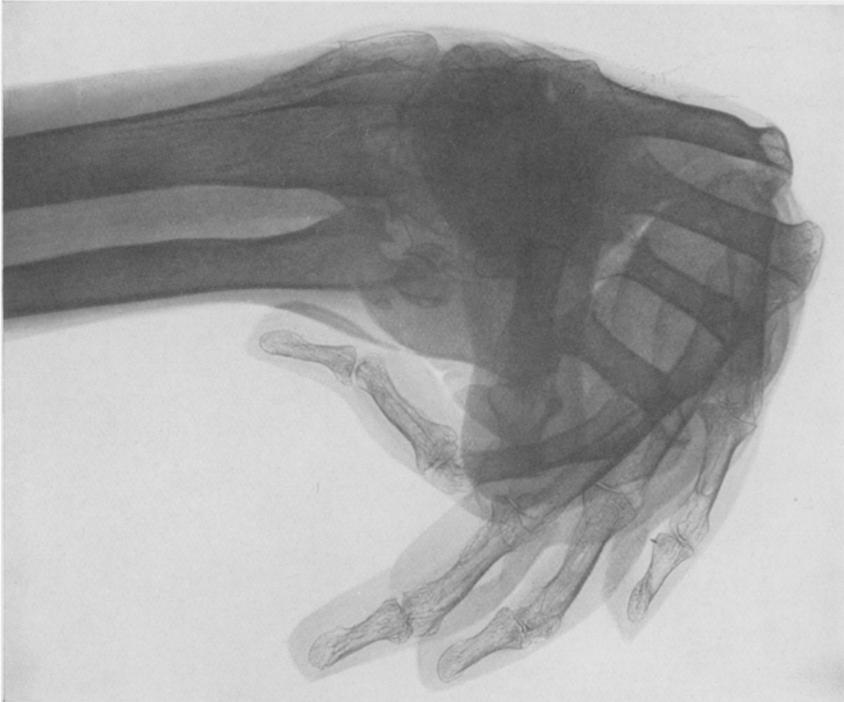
(Fall 7.) Röntgenbild zu Abb. 22.
